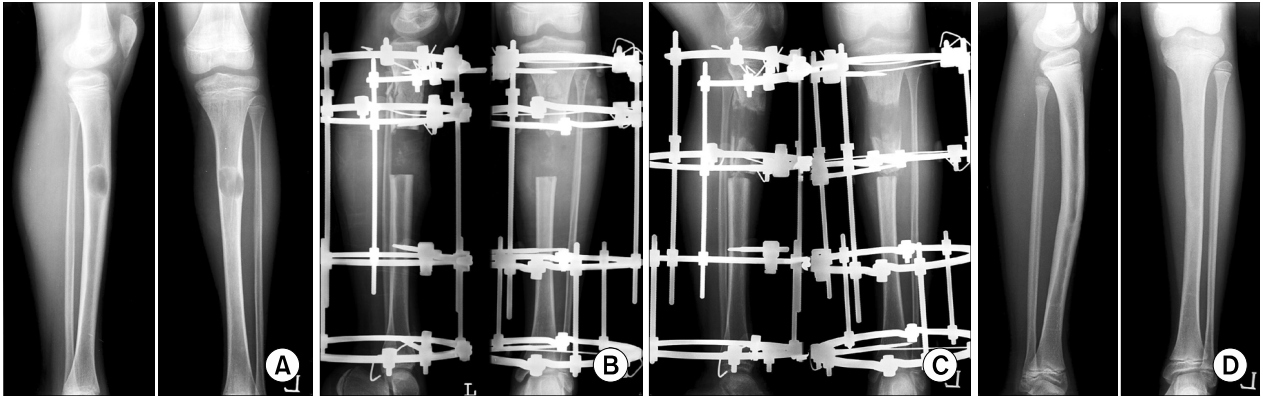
A case of segmental extraperiosteal excision. (A) A 7.3-year old boy suffered lower leg pain and a growing mass. A eccentric osteolytic lesion with a sclerotic margin was demonstrated. (B) A segmental extraperiosteal excision and external fixation with Ilizarov was performed because of the extensive lesion over 50% of the bony circumference, which resulted in bony weakness. (C) Bone transport was performed for the bony defect. (D) Four years and 2 months after surgery, the radiograph shows evidence of union and no recurrence.
